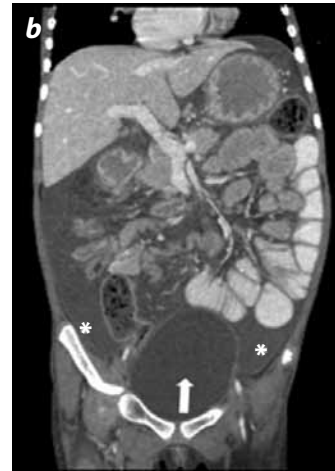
TC contrastada de abdomen axial (a) y reconstrucción coronal (b) de un niño de 10 años de edad. Se encuentra líquido ascítico de características libres, hiperdenso (asterisco) en comparación con la orina (flecha), que indica alto contenido proteínico. Ello se acompaña de adenopatías mesentéricas (cabeza de flecha) y peritonitis húmeda por tuberculosis.
